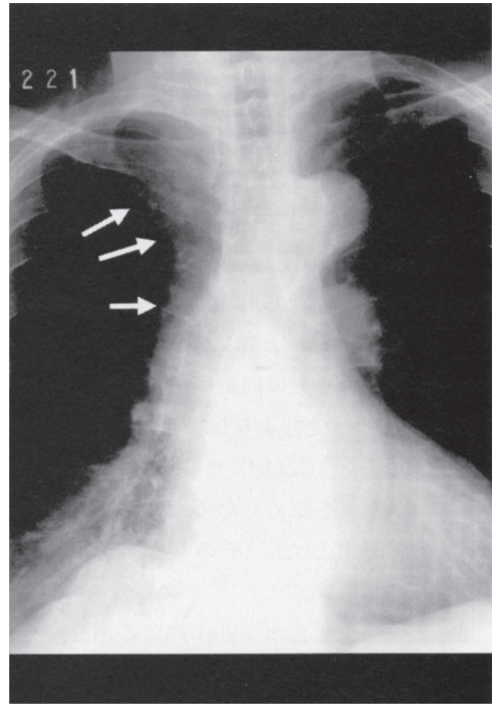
A chest X-ray shows an enlargement of the mediastinum. (arrows)
